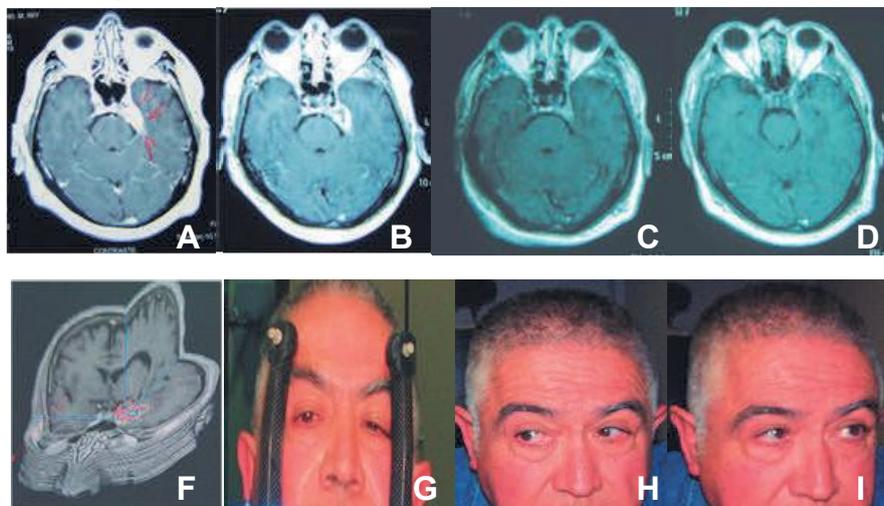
Paciente de 67 años portador de un meningioma del seno cavernoso. Se observan las imágenes de RM seriadas con contraste al momento del diagnóstico (A), la planificación (F) y durante el seguimiento post RCE. A los 6 meses con necrosis intratumoral (B) y a los 30 meses con regresión tumoral (C y D). Los signos y síntomas pre RCE incluyeron neuralgia trigeminal, ptosis y paresia de los nervios oculomotores del ojo izquierdo (G). La imagen H e I muestran la recuperación de la motilidad ocular y ptosis post RCE. El paciente actualmente se encuentra libre de medicación para neuralgia trigeminal.
